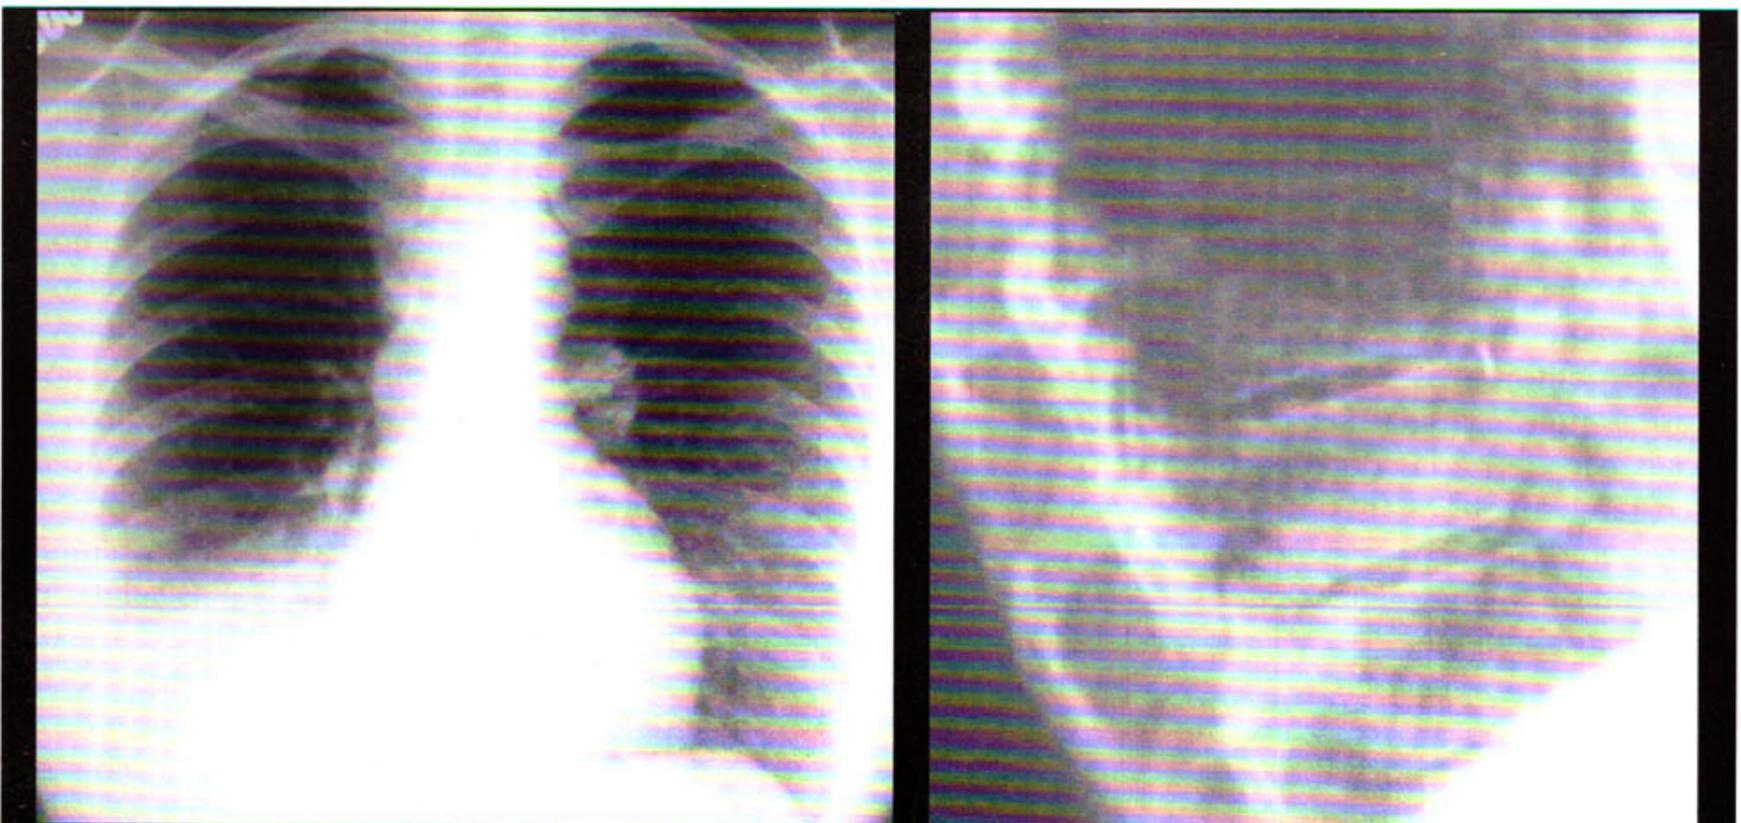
CBA. Forma pneumônica. Radiografia em PA e perfil demonstrando opacidade parenquimatosa na base direita. Observar a presença de aerobroncograma no perfil.
